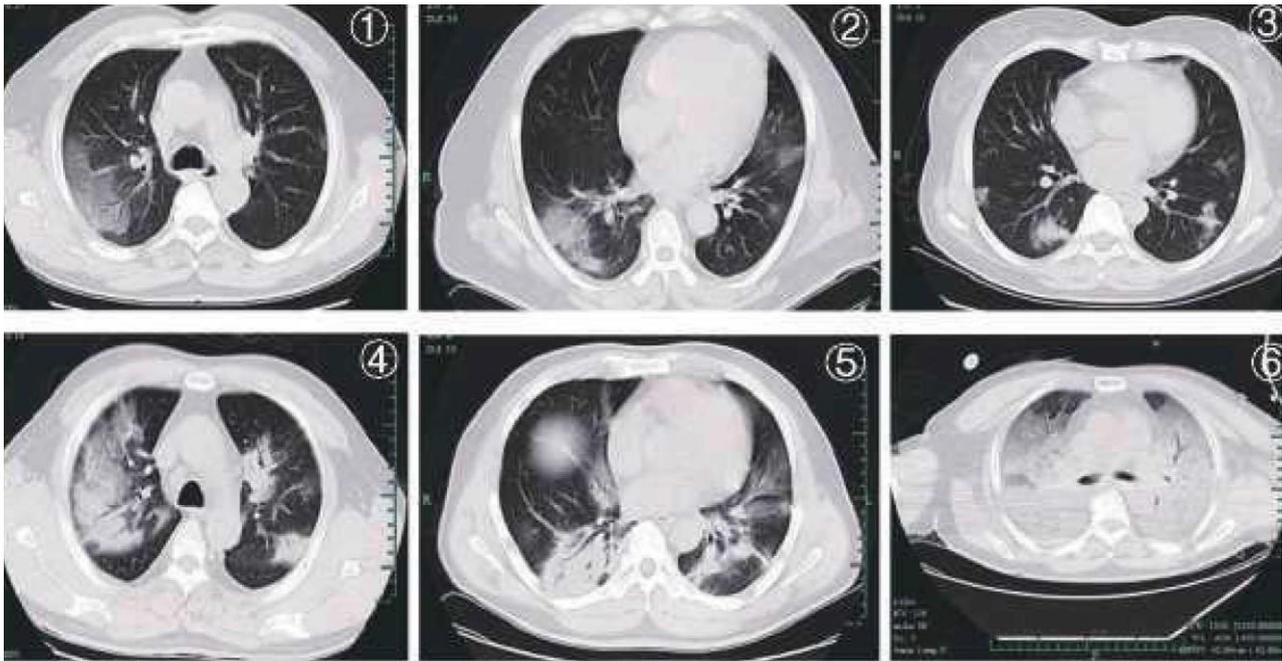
Características TC típicas de COVID-19: 1 y 2: opacidades irregulares de vidrio esmerilado; 3: nódulos y exudación irregular; 4 y 5: lesiones de consolidación multifocal; 6: consolidación difusa, "pulmón blanco".(5)
